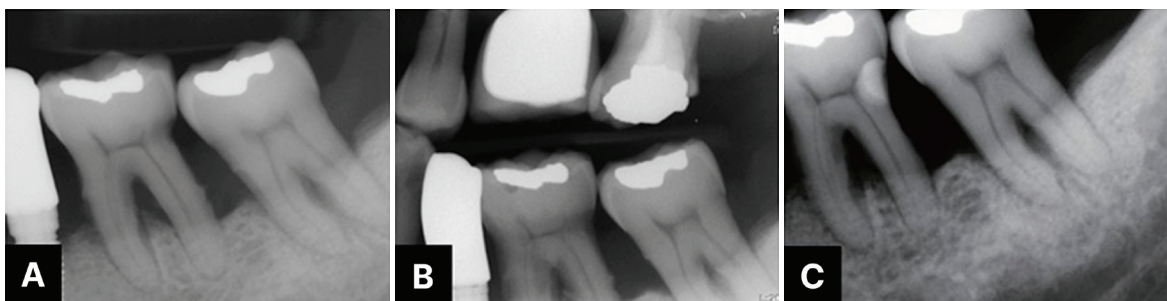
Radiographic features of root caries¹⁵⁾. A. Small root caries lesions are difficult to distinguish from cervical burnout on periapical radiographs. The distal surface of tooth #36 represents a true lesion, whereas the mesial surface of tooth #37 shows cervical burnout. B. Interproximal carious lesions are more accurately detected on bitewing radiographs. C. Post-restoration image using glass ionomer. When buccal or lingual access is available, a slot-type cavity can be prepared, residual caries carefully removed using a low-speed handpiece with a round bur, and the lesion restored with a matrix system and glass ionomer.
